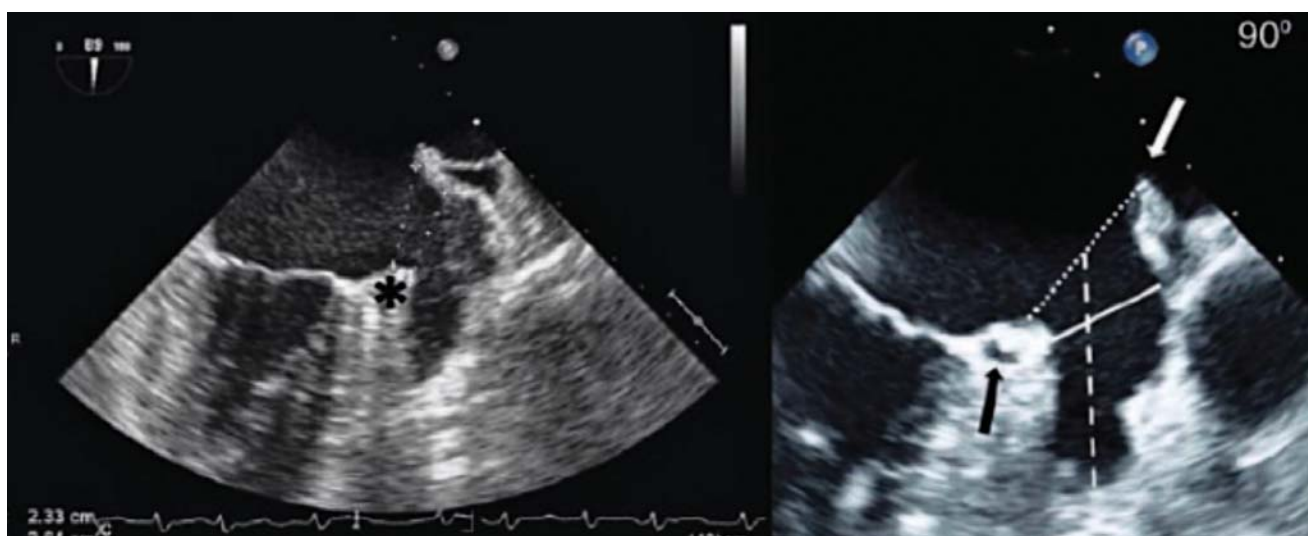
Visione ecocardiografica trans esofagea per valutare la conformazione dell'auricola sinistra, misurare il diametro del suo ostio al fine di scegliere la protesi adatta e delle giuste dimensioni
